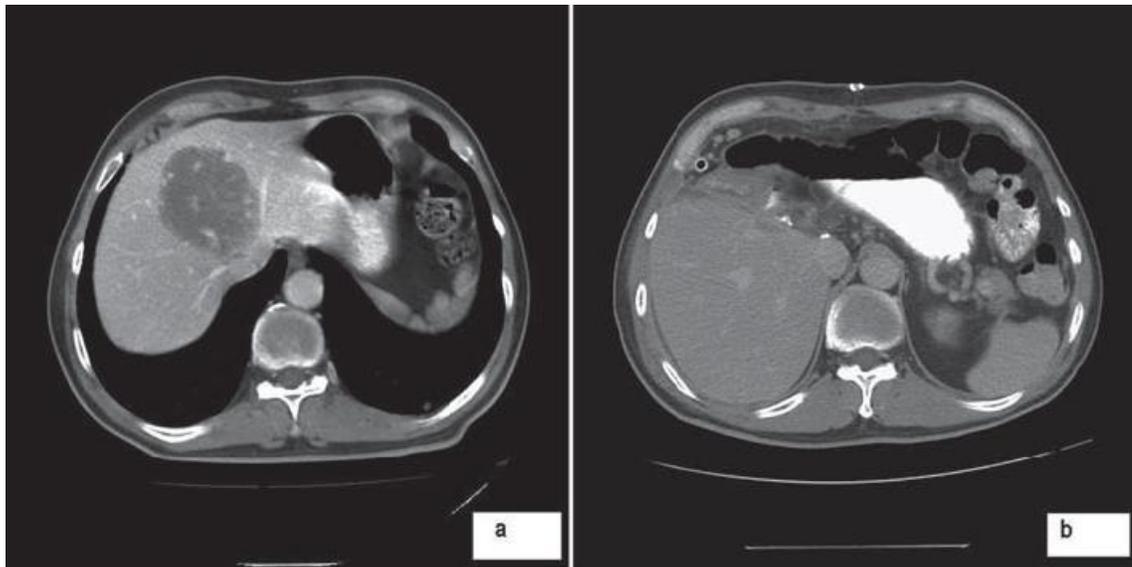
A) Tomografía axial computarizada abdominal donde se observa lesión focal hepática en lóbulo izquierdo de 5,8 x 6,9 cm con características de ser secundaria. B) Tomografía axial computarizada abdominal postoperatoria donde no se observa evidencia de tumor, parénquima hepático remanente normal.²⁰
